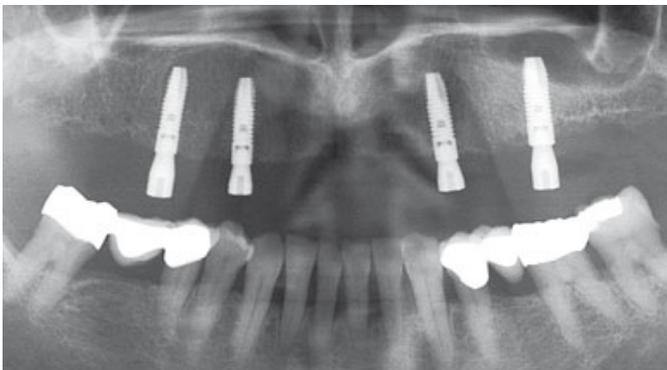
und 15 Bei einer solchen Situation ist u. U. beim Abformen, nach Einschrauben der Klebebasen und vor dem adhäsiven Befestigen, eine Röntgenkontrolle des finalen Sitzes der Abformpfosten und Klebebasen notwendig. Es muss darauf geachtet werden, dass die Gingivaformer ausreichend Platz für die Abformpfosten und Klebebasen schaffen und mit deren Durchmesser korrelieren. Sonst kann es passieren, dass beim Einschrauben des Stegs ein finaler Sitz der Klebebasen suggeriert wird, da diese auf der sehr festen Gingiva aufsitzen.
